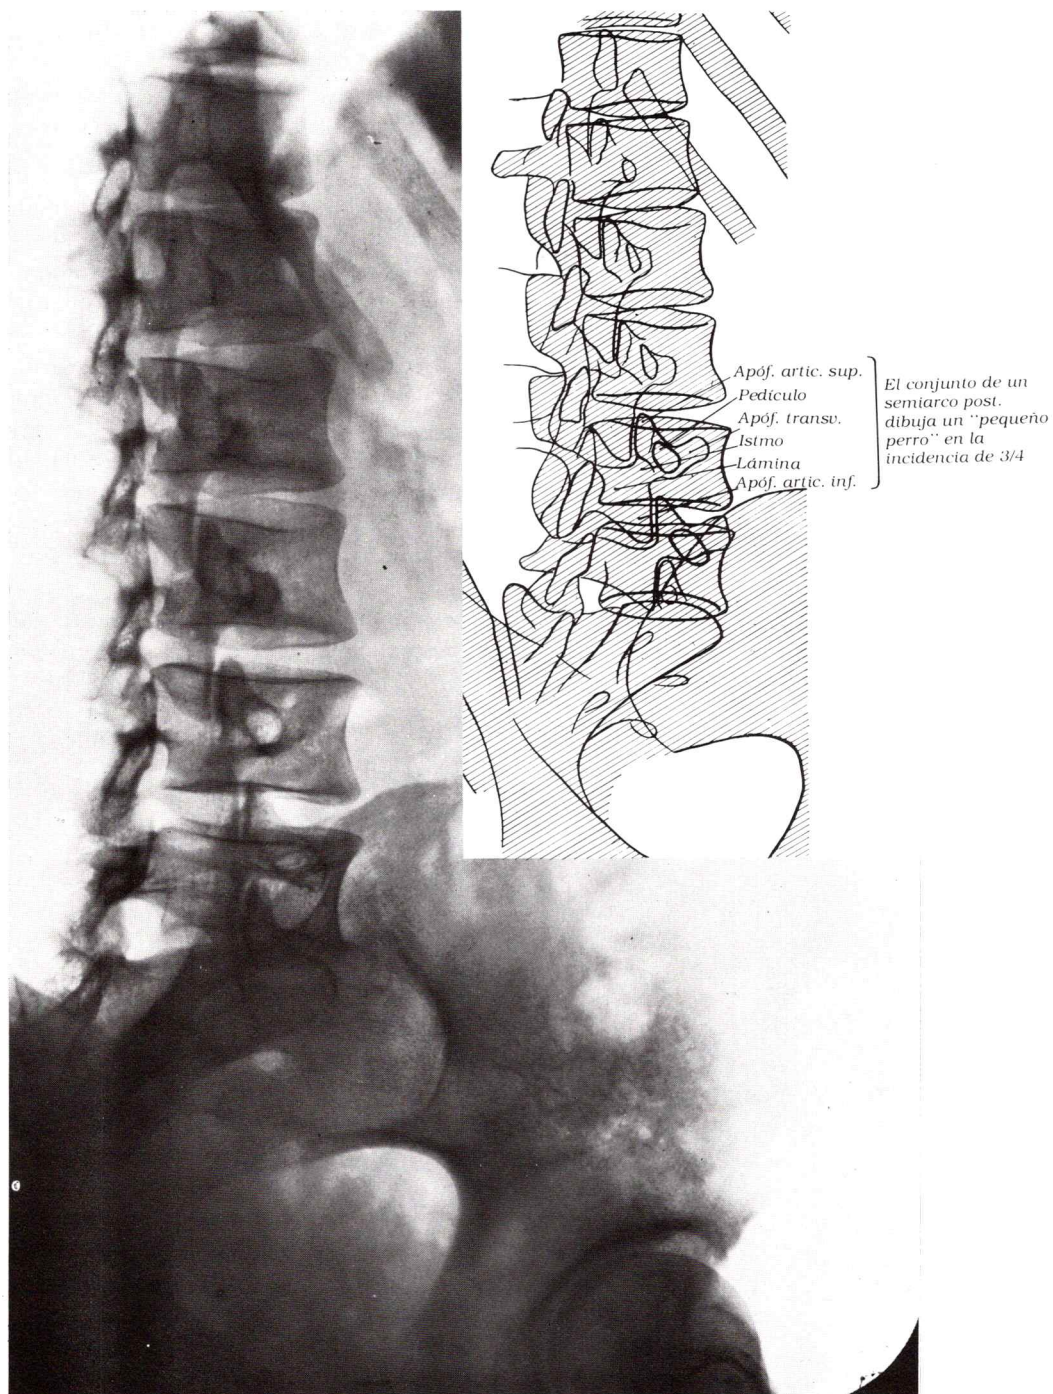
Radiografía del raquis lumbar y del sacro, proyección oblicua.
